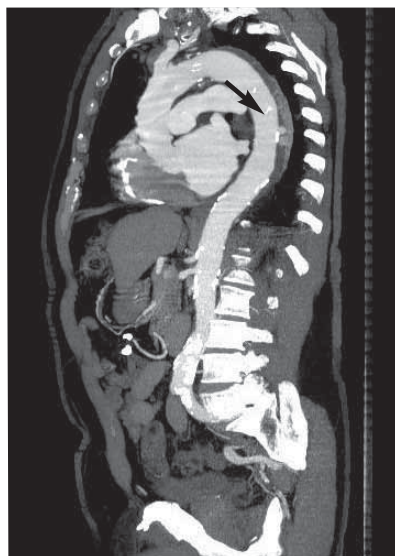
Пенетрирующая язва аорты. Представлен пациент с болью в груди. Сагиттальная плоскость артериальной фазы КТ, показывающая содержащую контраст выпуклость в задней стенке грудной аорты и обнаруживающая тем самым пенетрирующую язву (*стрелка*). Указана ассоциированная с ней острая муральная гематома.
